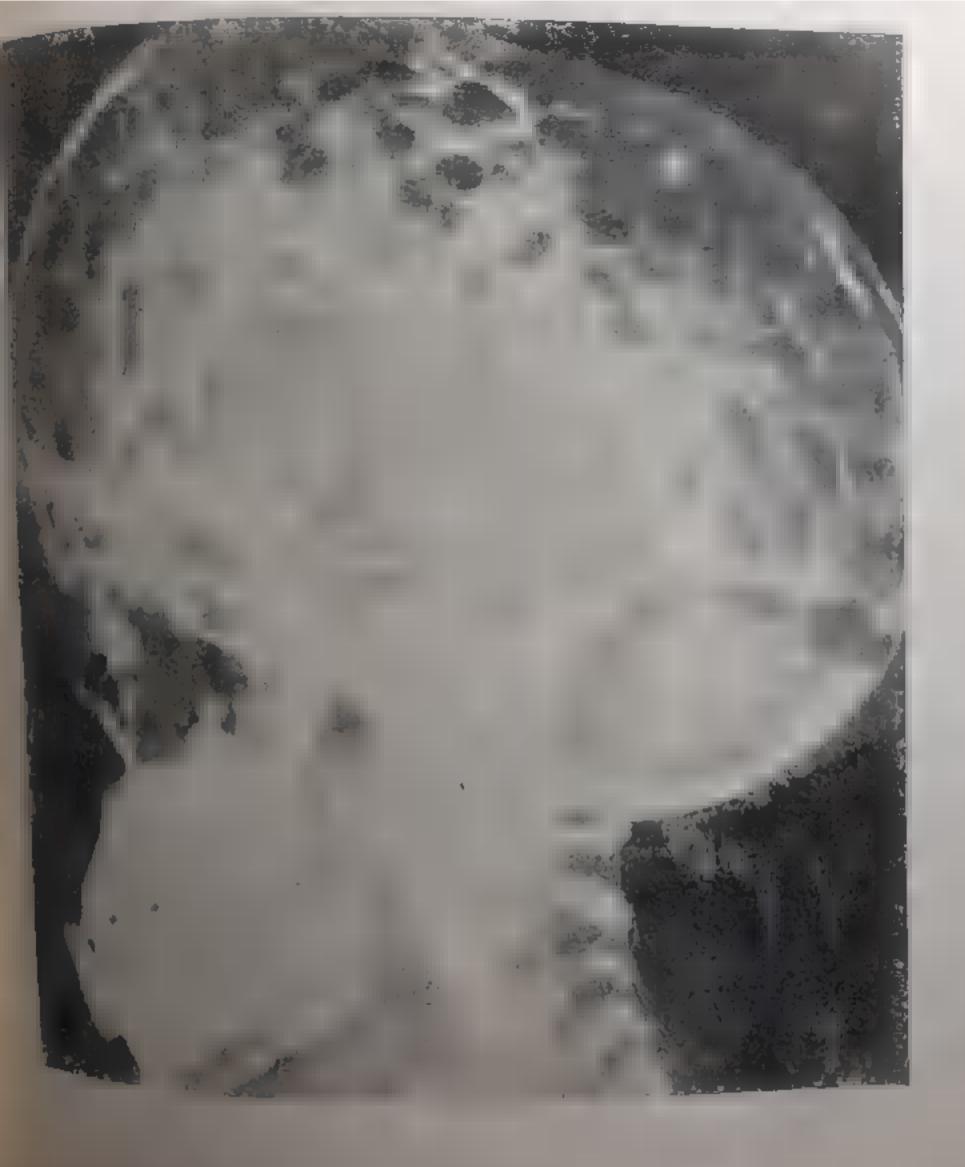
Рентгенограмма черепа ребенка при оксицефалци. Интенсивно выраженные пальцевые вдавления указывают на высокое внутричерепное давление
